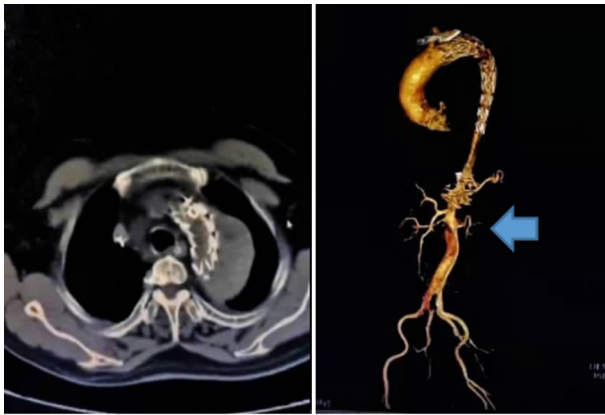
术后复查 CTA(支架通畅情况良好,蓝色箭头示左肾动脉显影不佳)
